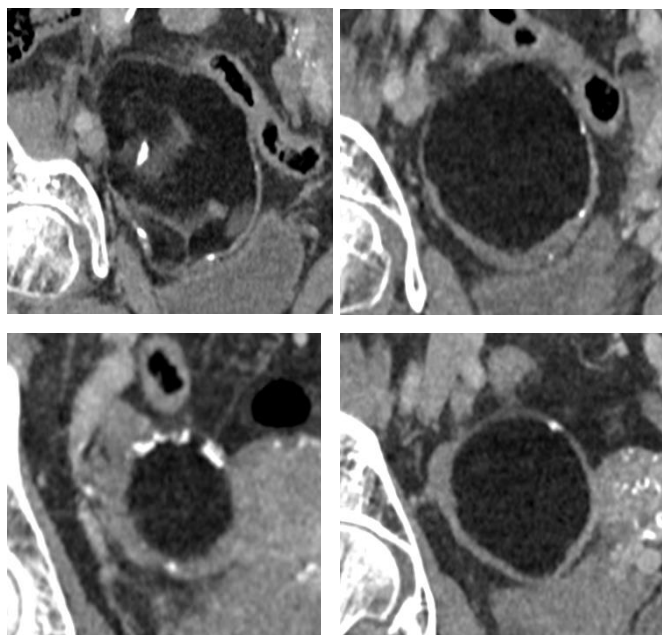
Tomografía simple y contrasta de pelvis, lesión en ovario derecho en corte sagital.
